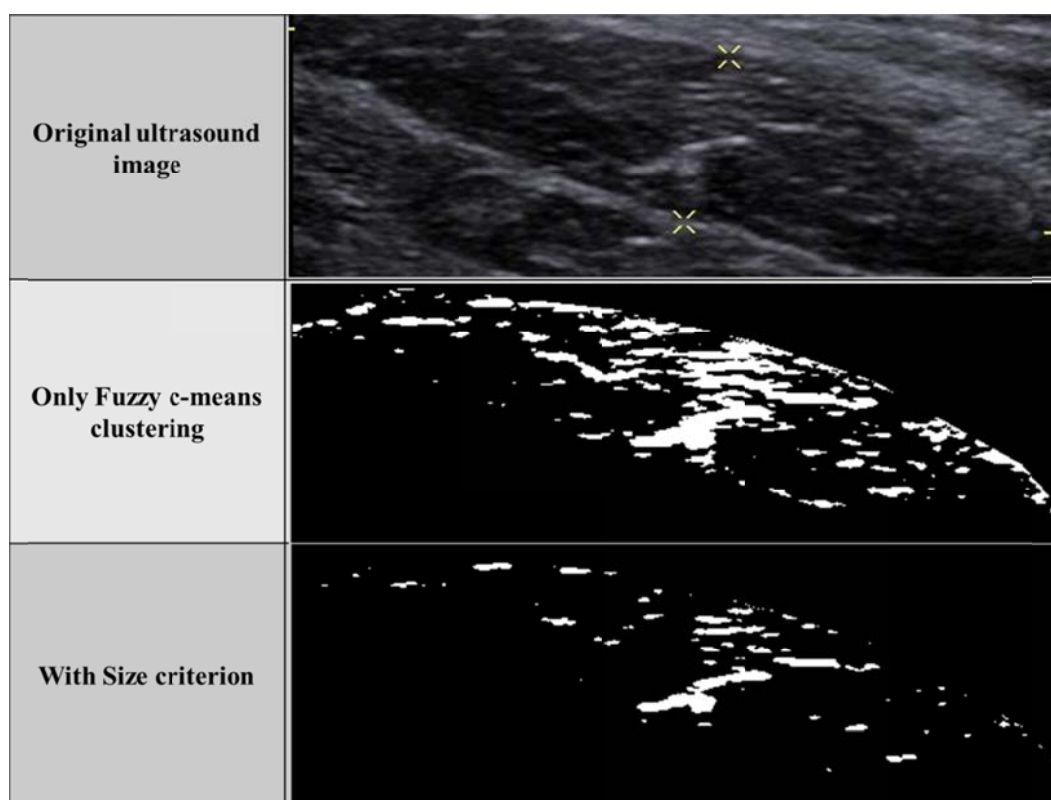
超音波影像經系列影像處理示意圖。最上方為起始輸入後切割完成之超音波影像，經過一次運行 Fuzzy c-means clustering 處理後如中間的圖所示，再經由 Size criterion 進行迴圈修正後得到最下方的圖。
